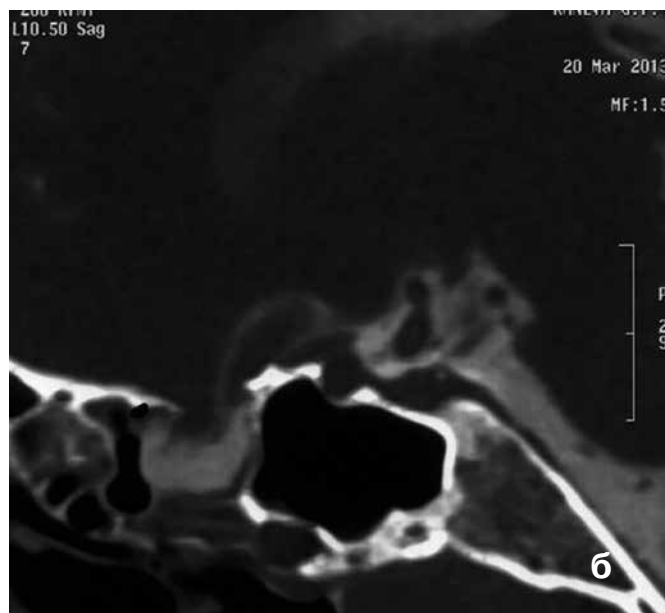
КТ-цистернография:
